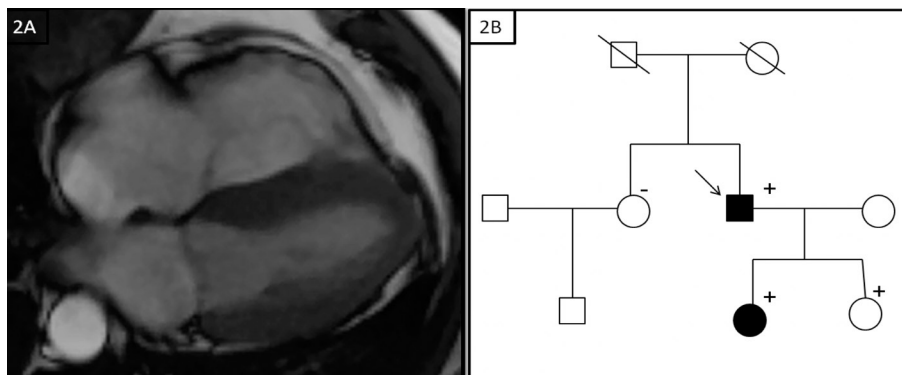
A. Resonancia cardiaca magnética que muestra pequeños aneurismas en pared lateral media y apical de ventrículo derecho.
